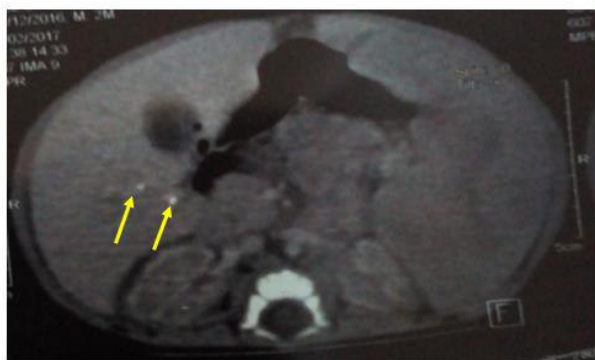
TDM abdominale en coupe axiale en fenêtre parenchymateuse sans injection de produit de contraste montrant deux hyperdensités spontanées ponctiformes du foie de densité calcique en rapport avec des calcifications.
